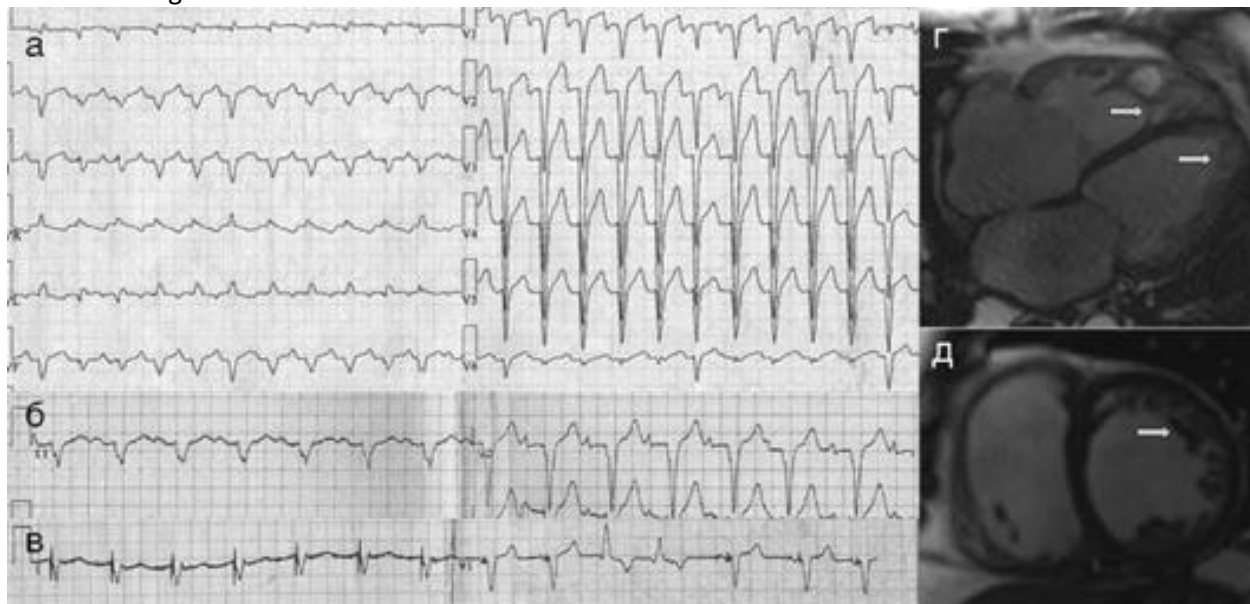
Результаты инструментального исследования у больного Я., 59 лет: а-в - фрагменты ЭКГ (скорость записи - 25 мм/с): а - январь 2010 г. ($QRS - 0,12$ с); б - декабрь 2010 г. ($QRS - 0,18$ с); в - февраль 2011 г. (после имплантации CRT-D, $QRS - 0,14$ с); г, д - магнитно-резонансные томограммы сердца (по длинной и короткой оси). Стрелками указан некомпактный слой миокарда
